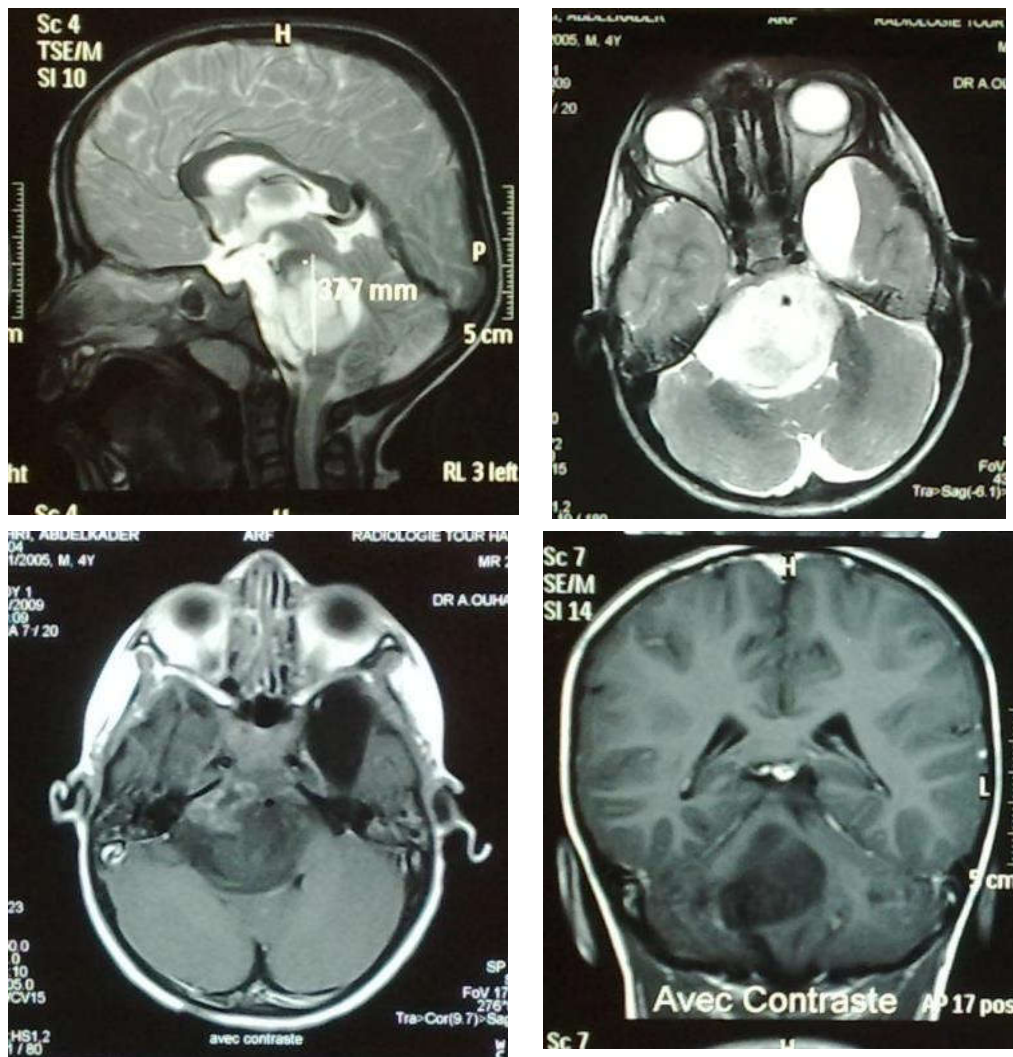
Aspect IRM d'un gliome du tronc cérébral
